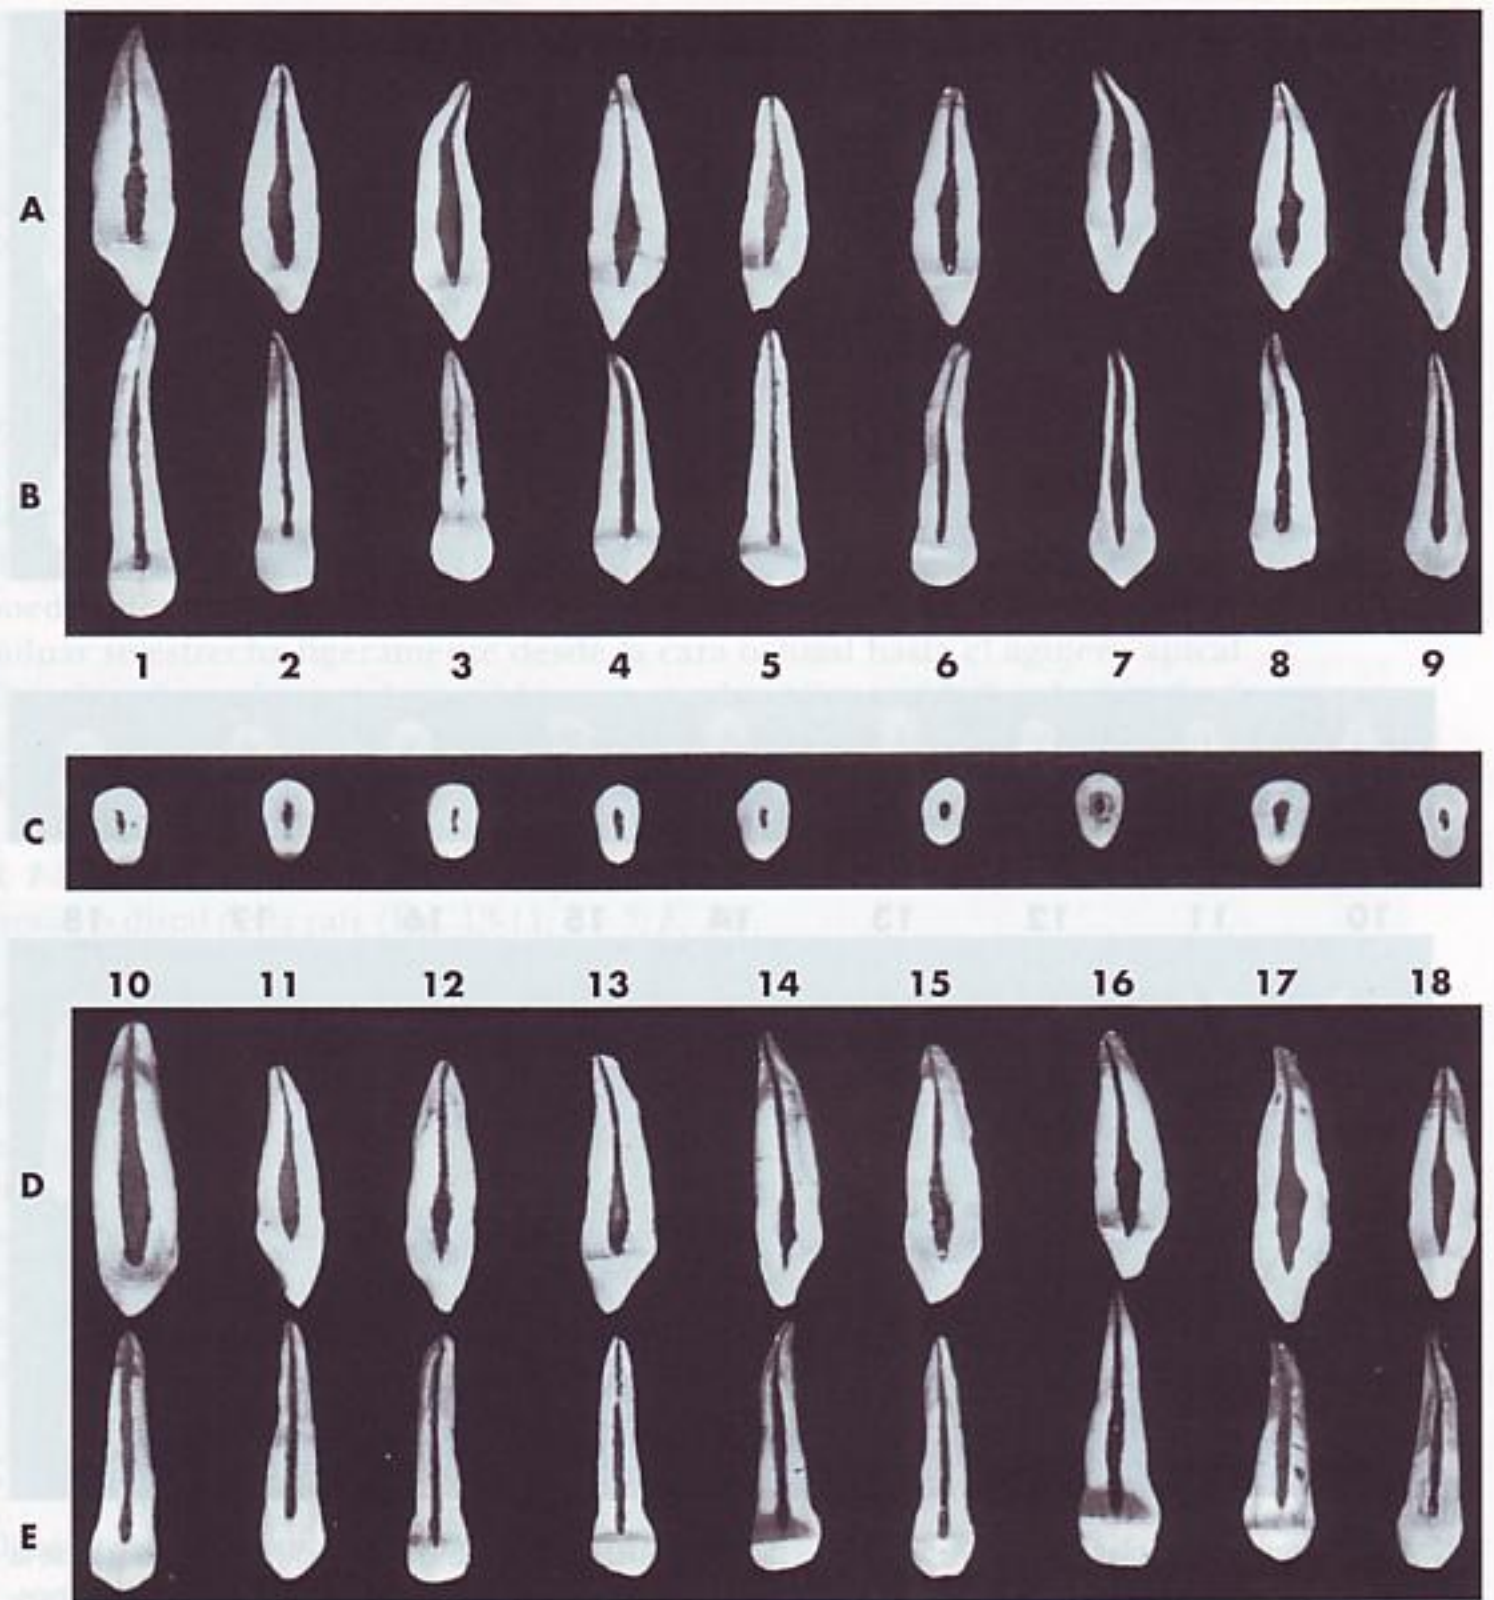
Canino maxilar. A, sección vestibulolingual mostrando la superficie mesial o distal de la cavidad pulpar. Esta proyección no se puede ver en las radiografías. B, sección mesiodistal mostrando la superficie vestibular o lingual de la cavidad pulpar. C, sección cervical en la UAC, mostrando la cámara pulpar. Es la entrada del conducto o conductos radiculares que se pueden ver en el suelo de la cámara pulpar. D, sección vestibulolingual mostrando la superficie mesial y distal de la cavidad pulpar. E, sección mesiodistal mostrando la superficie vestibular y lingual de la cavidad pulpar.
